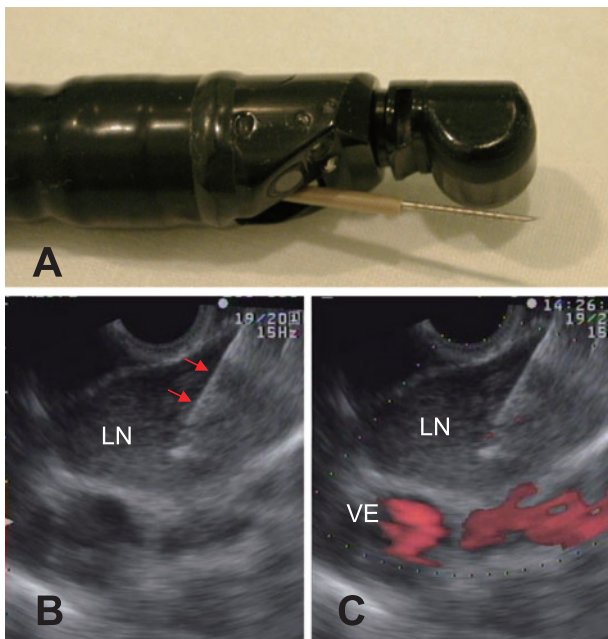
(A) An ultrasonic endoscope (GF-UC240PAL5; Olympus) with a dedicated echogenic 22-gauge needle (NA-200H-8022; Olympus). (B, C) Ultrasonographic images of Case 3 showing a needle (Arrows) penetrating enlarged mediastinal lymph nodes (LN) sitting on the vessels (VE), confirmed by the color Doppler signal.
